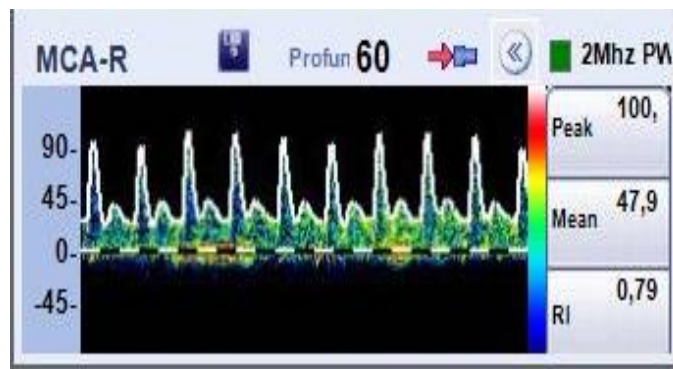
Medición con doppler transcraneal en arteria cerebral media. Curva con flujo de alta resistencia e índice de resistencia mayor a 0.7, compatible con aumento de resistencia distal al vaso evaluado.
